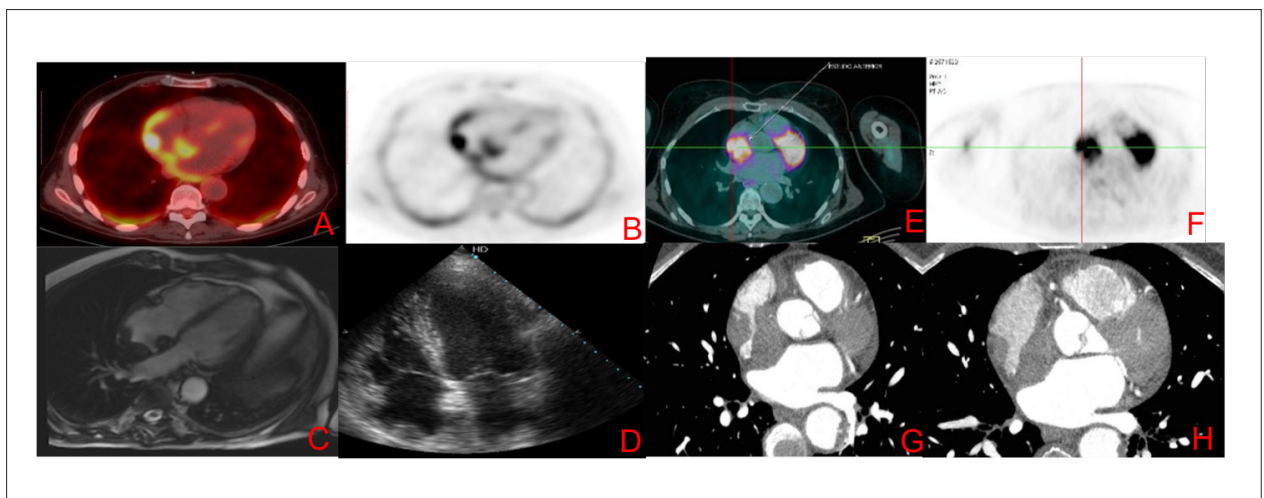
As imagens A a D referem-se ao caso 1 e as imagens de E a H referem-se ao caso 2. A imagens A e B, representam imagens de 18-FDG PET-CT evidenciando lesão em teto de átrio direito. A imagem C representam imagem de RMC, cine SSFP 4 câmaras com lesão hipointensa em teto de átrio direito. A imagem D representa imagem de ecocardiograma transtorácico com imagem na mesma topografia. As imagens E e F representam 18-FDG PET-CT com lesão em átrio direito e as imagens G e H representam imagens de tomografia computadorizada com contraste evidenciando presença de lesão expansiva em átrio direito.
